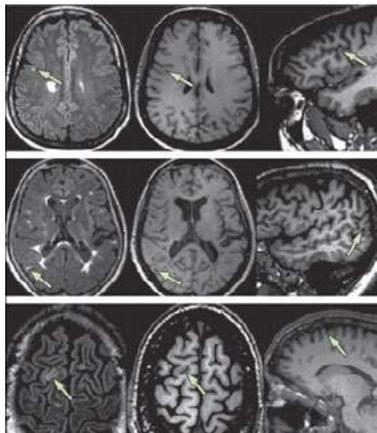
IRM con presencia de Lesiones
